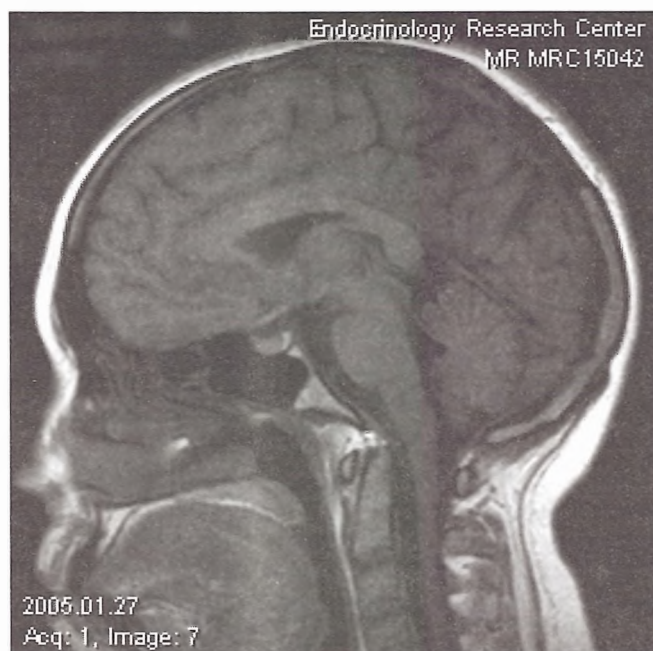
МРТ головного мозга больной П.
